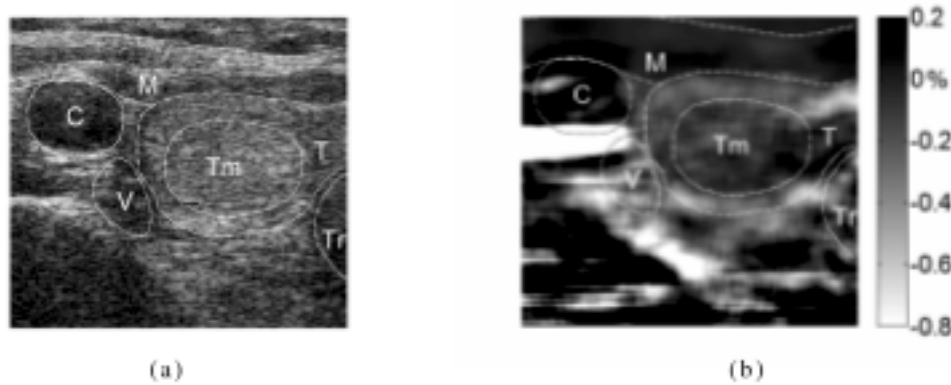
Coupe transversale de la glande thyroïde affectée d'une tumeur bénigne (adénome folliculaire) chez une patiente de 54 ans. La tumeur de 15 mm est localisée dans le segment latéral du lobe droit de la thyroïde. T – glande thyroïde, Tm – tumeur; C – artère carotide, V – Veine jugulaire, M – muscles antérieurs du cou, Tr – trachée. (a) Image échographique mode B. (b) Image de la déformation axiale.
